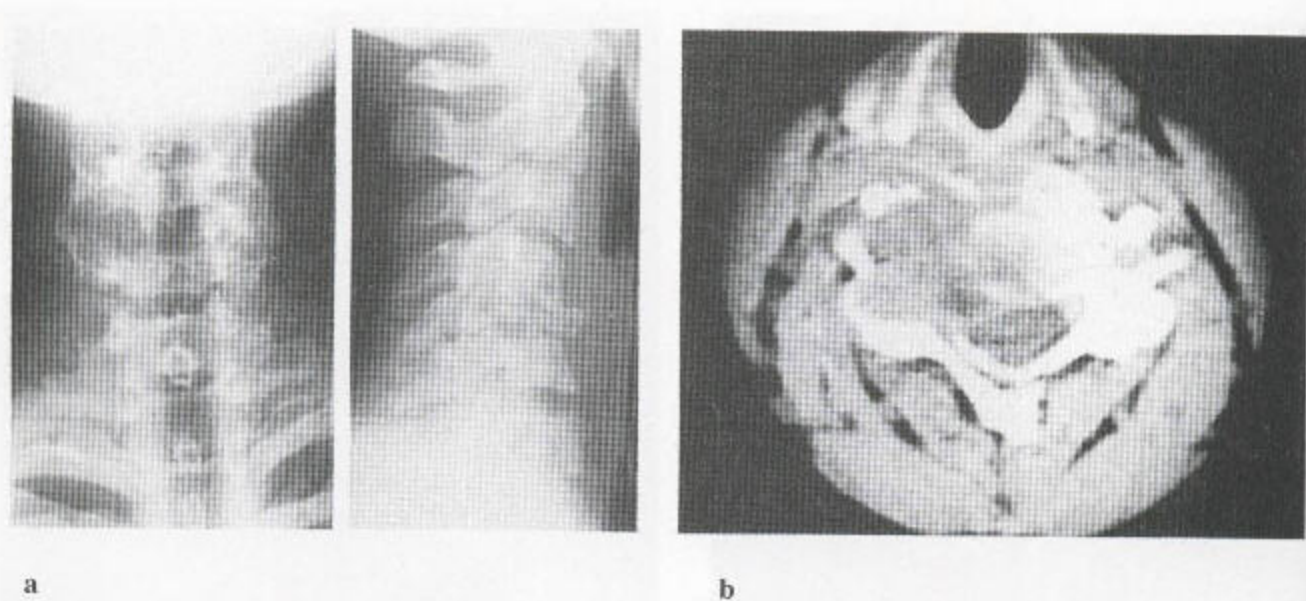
在此例骨源性肉瘤病人，(a) 颈₅ 椎体塌陷，并被一些骨碎片向前挤得有些错位。邻近的几个椎间盘高度有变，而且，向前看，它们狭小，原因是它们已突入这个已受累的椎体。有一局部性软组织块。(b) CT 扫描显示该椎体破坏，神经管受侵犯和局部性膨大。
